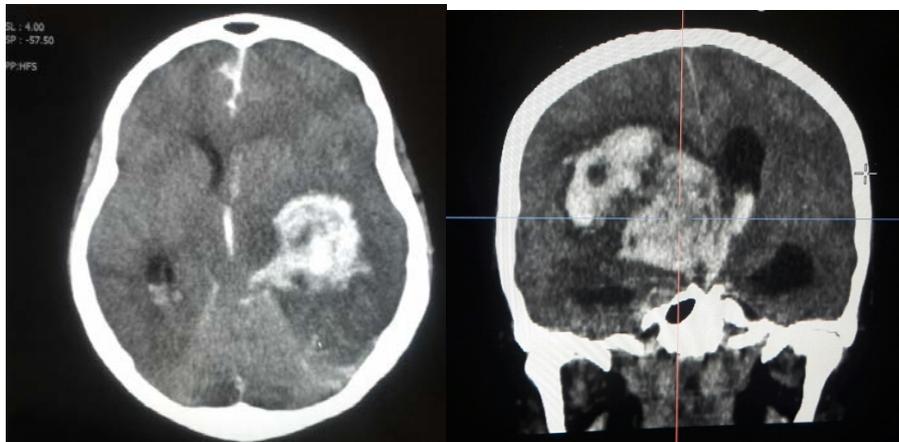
Компьютерная томография головного мозга у реципиентов при ТГСК с развившимся геморрагическим инсультом.
